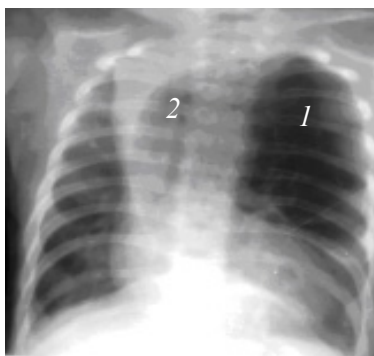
Рентгенограма органів грудної клітки новонародженої дитини 27 днів життя з вродженою частковою емфіземою верхньої частки лівої легені (1). Формування несправжньої медіастинальної кили (2), здуття лівої половини грудної клітки на рівні вродженої часткової емфіземи
